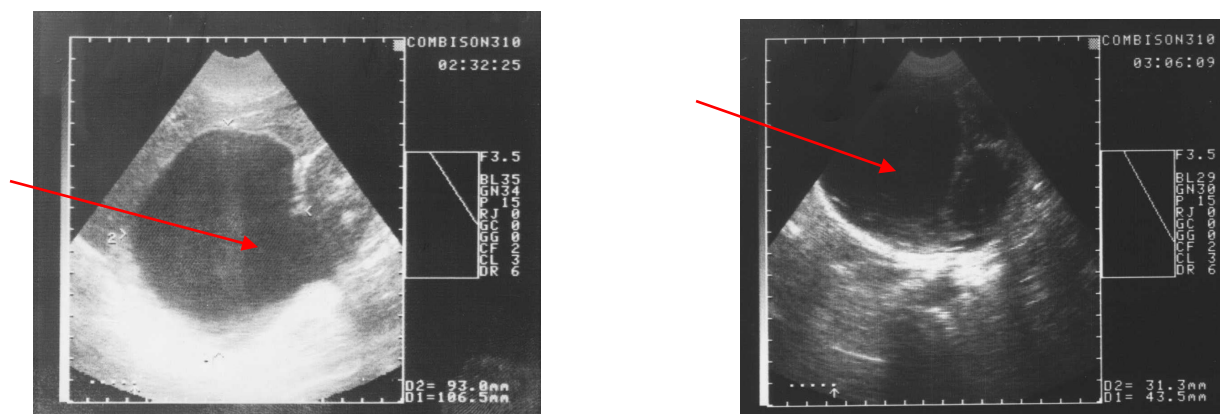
4.4. - ИОУЗИ печени. Многокамерная эхинококковая киста
